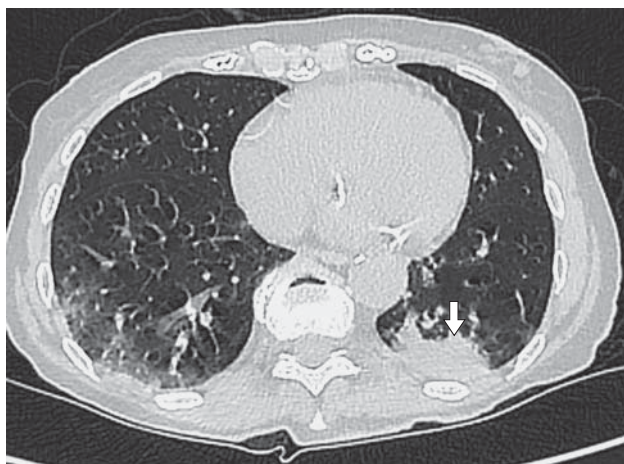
High resolution lung CT. Female, 81 years old, against the background of progression of viral pneumonia in the lower left lobe, a zone of the lung tissue consolidation, typical of overlay of bacterial infection, is determined with no symptom of air bronchography (refer to the arrow).
